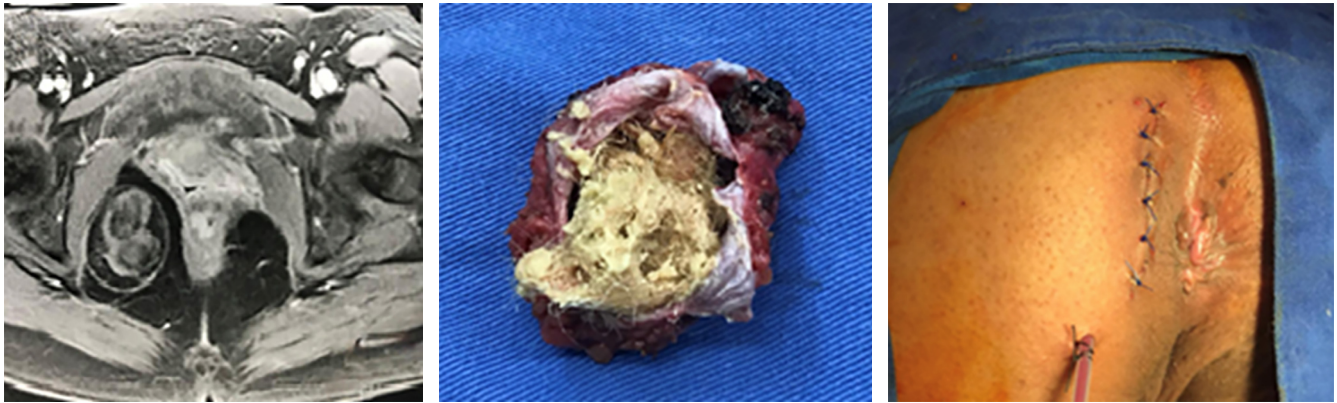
Teratoma en resonancia magnética y pieza quirúrgica resecada por vía pararrectal.
